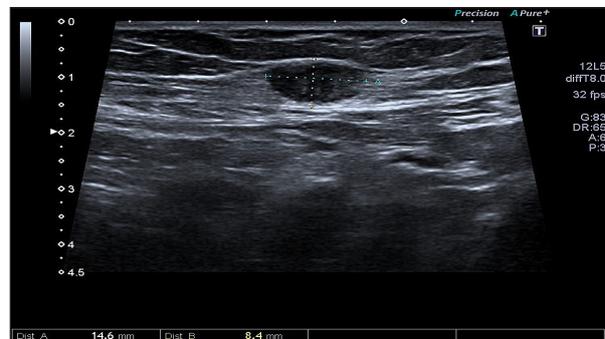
Image arrondie hypoéchogène à l'échographie, évoquant une lésion d'endométrirose.
